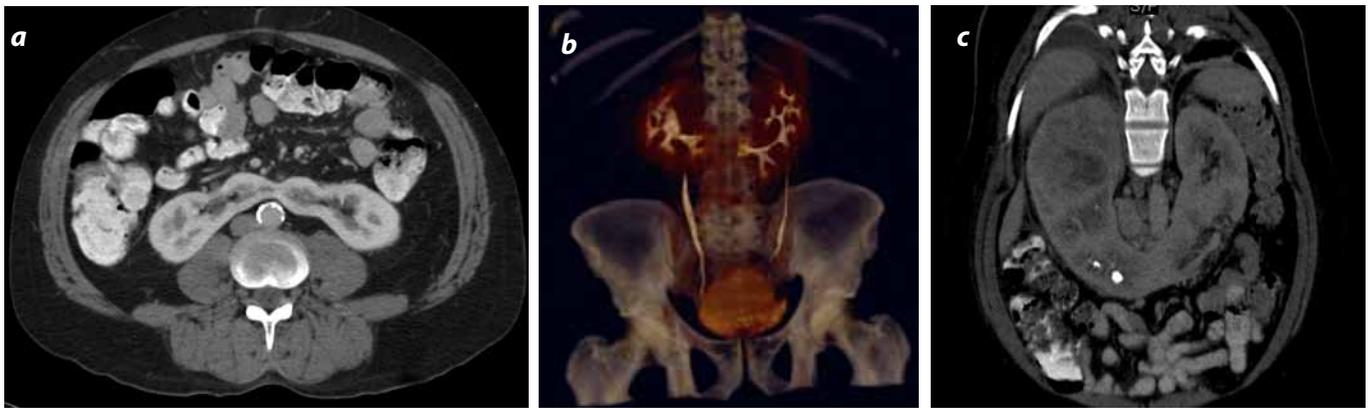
Riñón en herradura: TC axial, reconstrucción coronal oblicua y VR de pacientes diferentes se evidencia en la fusión de ambos riñones por sus polos inferiores sobre la línea media; en el tercer caso, cálculos en los cálices inferiores del riñón derecho.
